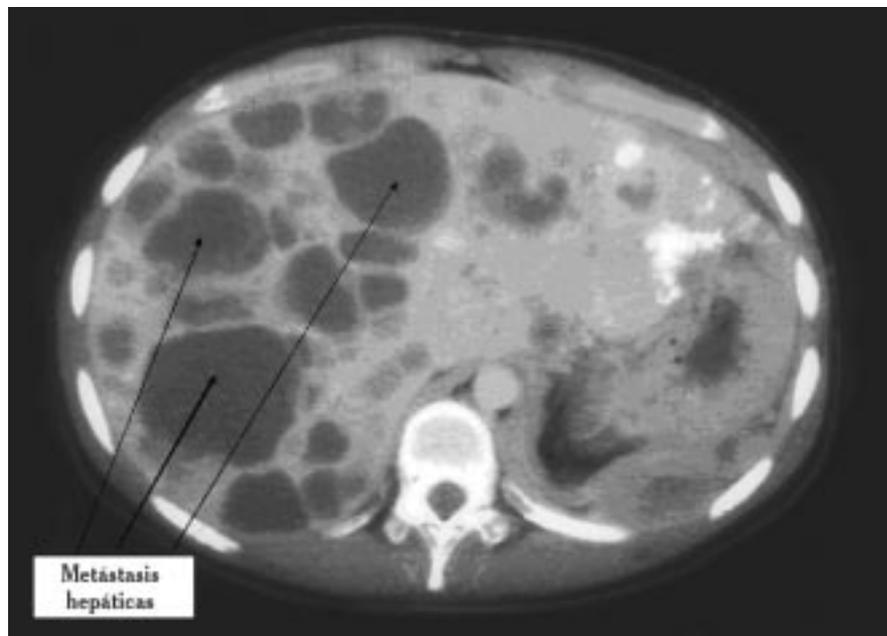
TAC abdominal mostrando las metástasis hepáticas presentes en el caso anterior.
